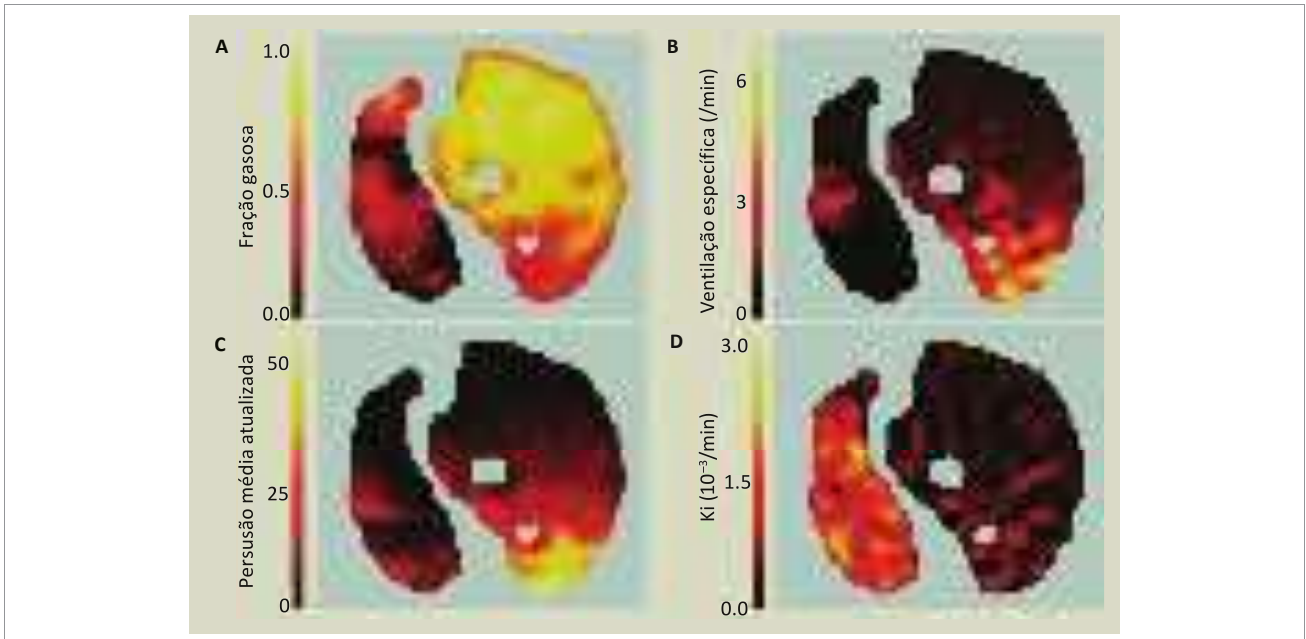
Cortes axiais da (A) fração gasosa (F_{gas}). (B) Ventilação específica. (C) Perfusão. (D) Captação (K_i) de ^{18}F -FDG em ovelha submetida a lavagem pulmonar unilateral. Cada imagem está representada em uma escala de cores de calor, em que preto indica valores baixos, e amarelo claro, valores altos da variável em questão.
